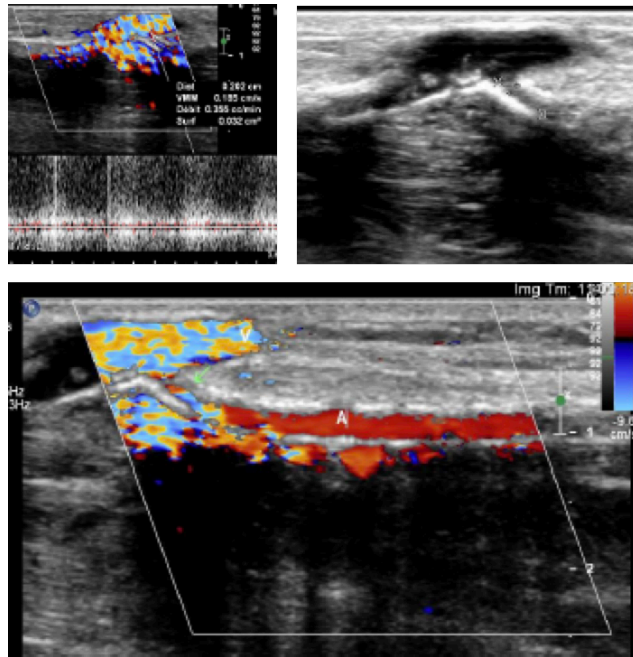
Échodoppler Mode B, couleur et pulsé d'une FAV radiocéphalique ; retard de maturation par sténose artérielle pré-anastomotique serrée, débit < 1ml/min et diamètre de l'artère < 1mm [67]
